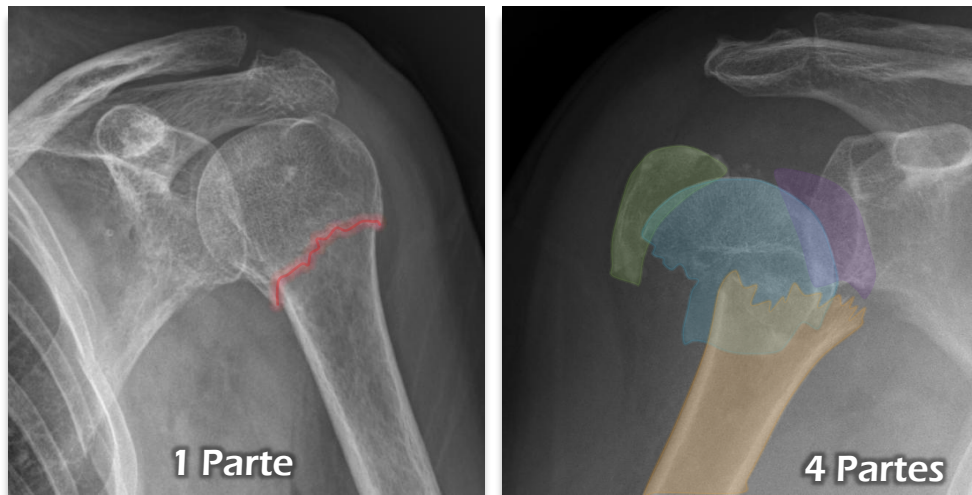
Elaboración propia y radiografías AP.
